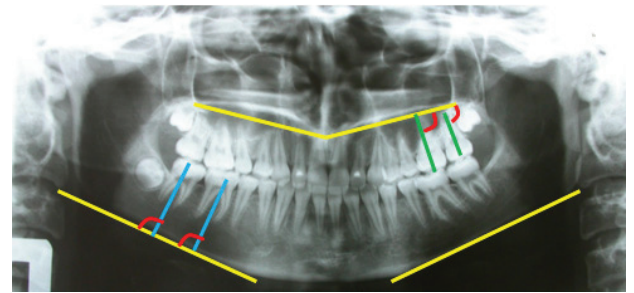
Construction of angles on the orthopantomogram of the jaws in the lateral region
